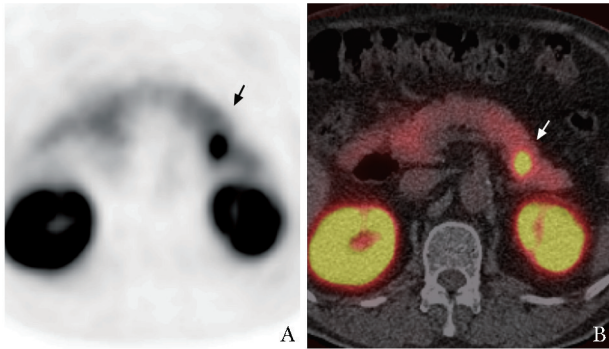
2016 年 11 月，患者⁶⁸Ga-exendin-4 PET/CT 显像示胰体尾交界处可见一放射性摄取异常增高结节（箭头）
